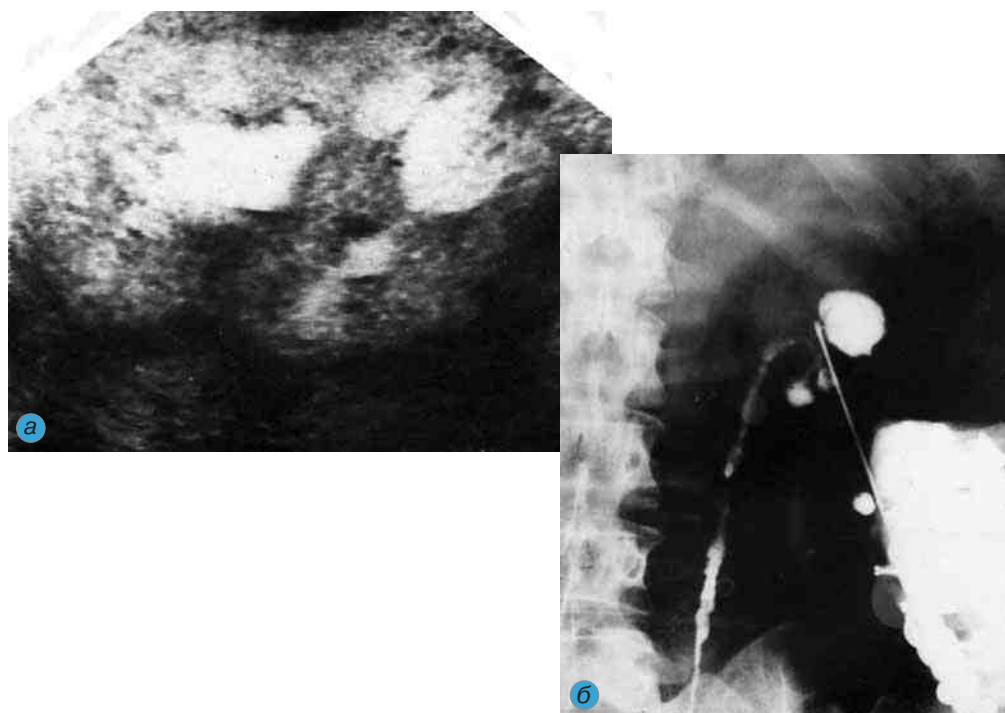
Туберкулез почки: а — сканограмма; б — ЧПНС, антеградная пиелоуретрография (характерная рентгенологическая картина туберкулезных изменений мочевыводящих путей)
